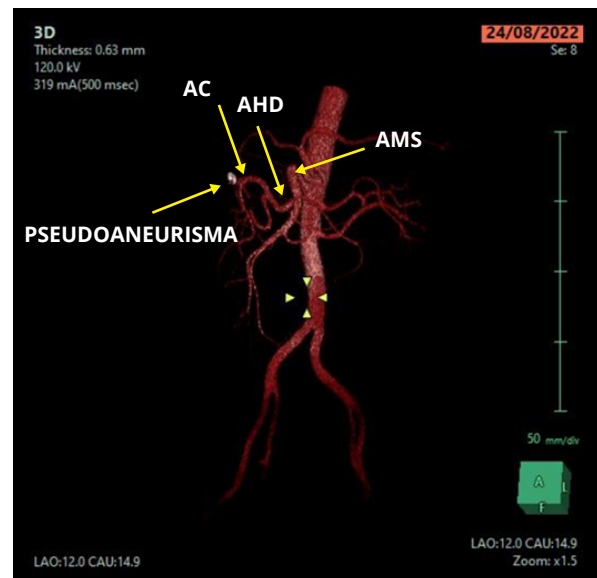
Reconstrucción 3D-TC: imagen nodular dependiente de la Art. cística, sugere de pseudoaneurisma. AMS: arteria mesentérica superior, AHD: arteria hepática derecha, AC: arteria cística.
